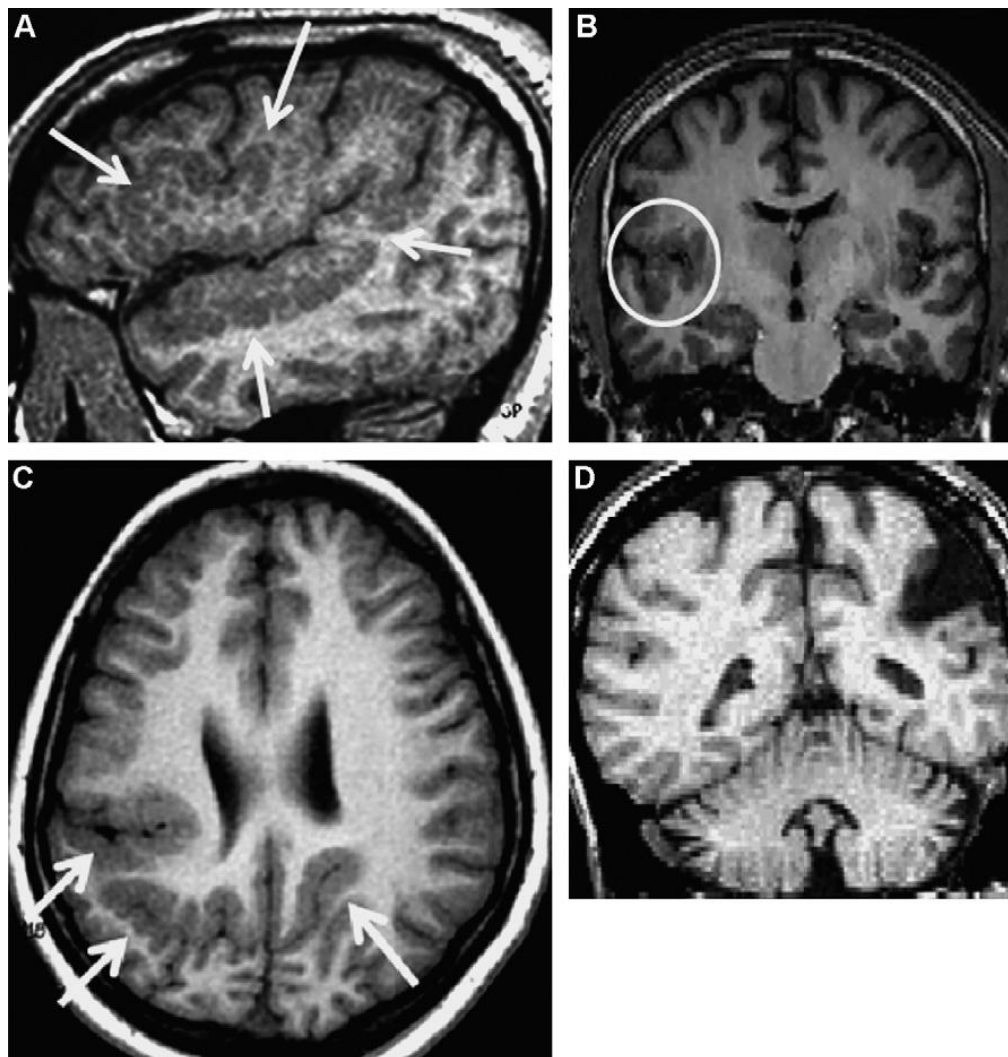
Polymicrogyrie (PMG) périssylvienne. IRM, coupe sagittale, séquence pondérée en T1. Aspect festonné de la jonction gris-blanc, en « carte de géographie ».
